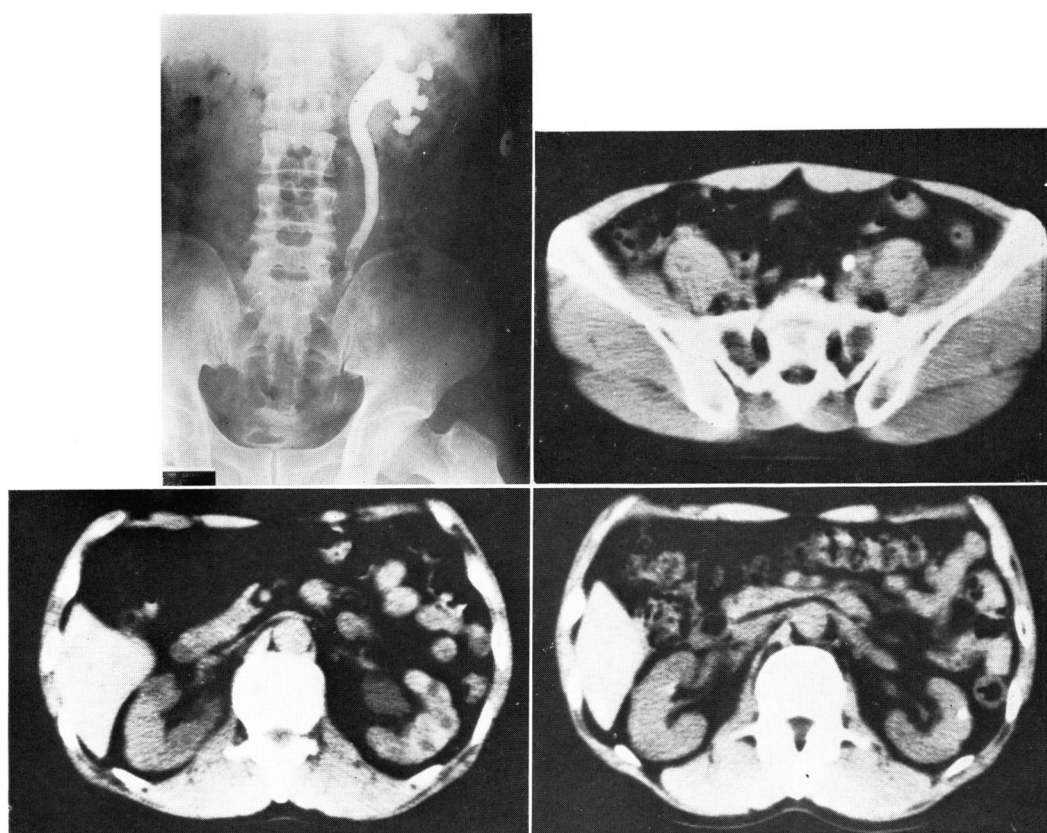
症例 3 (左尿管尿酸結石例) 上左: PR, 上右: 結石部の CT, 下左: 腎部の CT, 下右: 1 ヶ月治療後の腎部 CT
